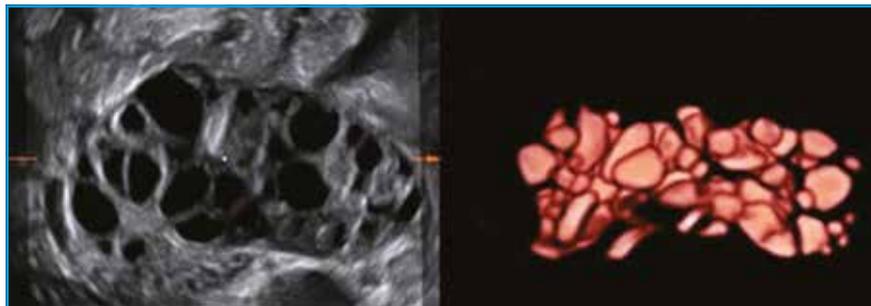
Images d'une échographie pelvienne 2D (à gauche) et 3D (à droite) d'un syndrome des ovaires polykystiques [1].
